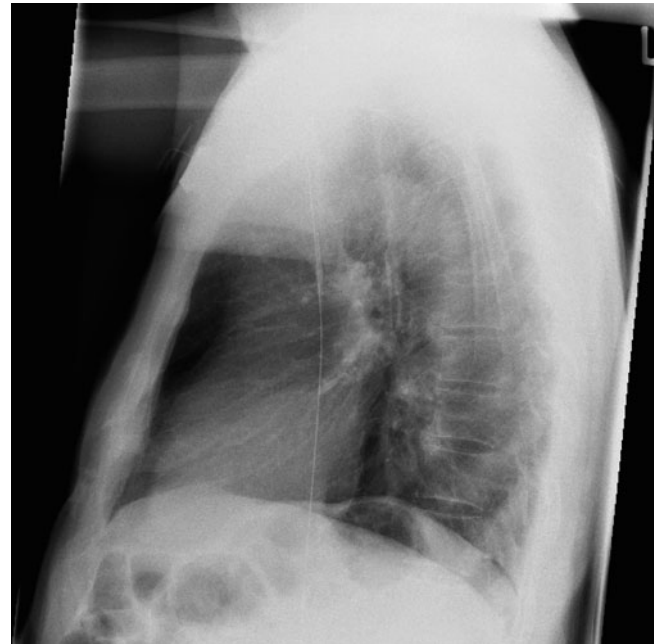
Vergessener Führungsdraht bei ZVK-Anlage, Röntgenthorax seitlich
